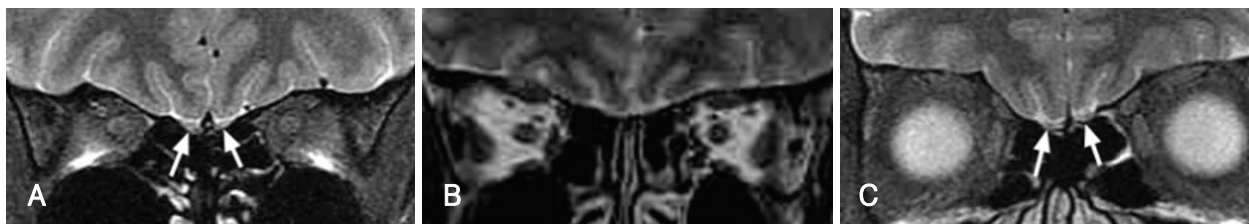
Coronal T2-weighted MR images of olfactory tracts. Normal olfactory tracts (arrows) (A). Bilateral absence of olfactory tracts in case 1 (B). Thin isointense bands of the olfactory tracts (arrows) may represent hypoplastic olfactory remnant in case 2 (C). MR: magnetic resonance.
